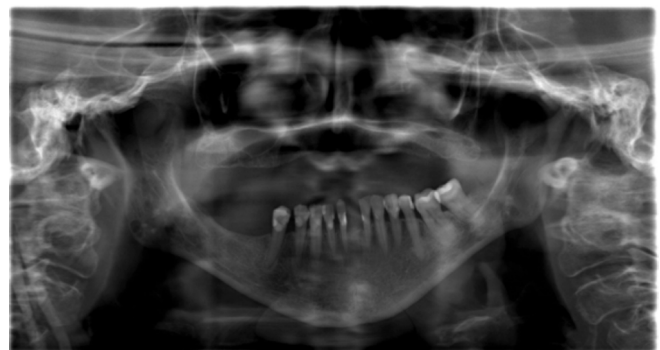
Radiografía Panorámica tomada en Unidad de Radiología Oral y Maxilofacial del Hospital Base San José Osorno. Se observan áreas y ambos ángulos mandibulares.
